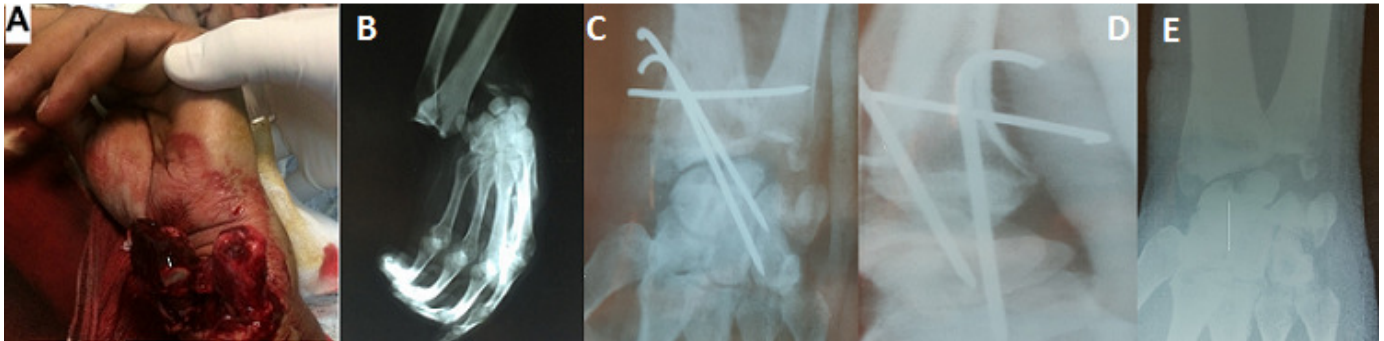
(A) image montrant une luxation ouverte radio carpienne; (B) radiographie du poignet gauche montrant une luxation pure postérieure radio carpienne; (C) radiographie de contrôle du poignet face après réduction de la luxation et stabilisation du poignet par embrochage; (D) radiographie du poignet de profil après réduction de la luxation et stabilisation du poignet par embrochage; (E) radiographie du poignet gauche après ablation des broches
